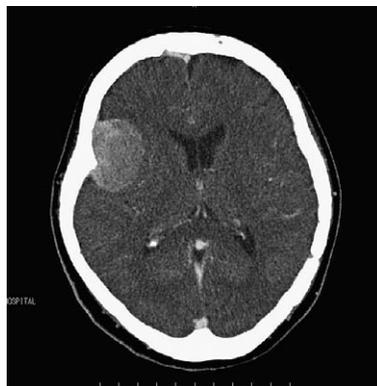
Contrast-enhanced CT image shows hyperdense right frontal mass lesion.
